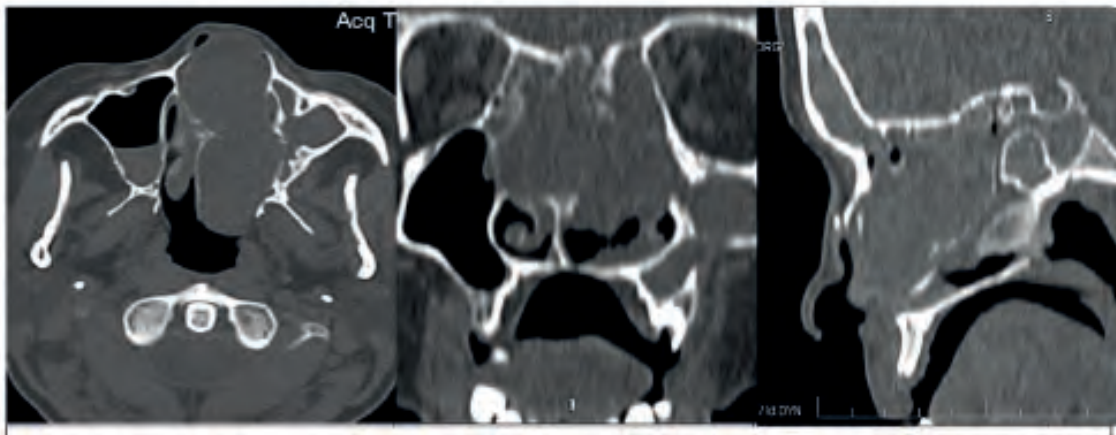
Больная С. КТ признаки объемного процесса полости носа с распространением в околоносовые пазухи
